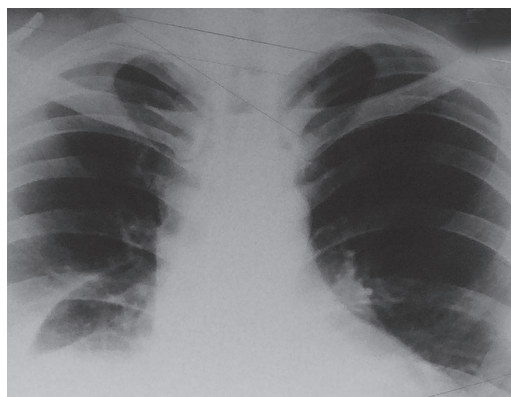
Рентгенограмма органов грудной клетки больного К. Прямая проекция (14.03.2016)
